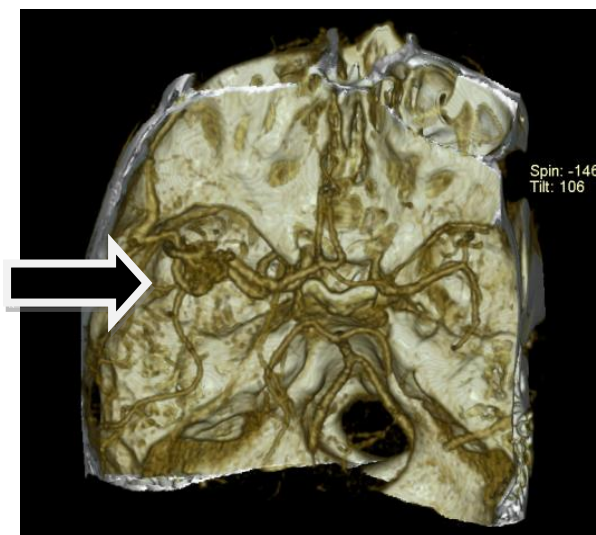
СКТ-ангиография сосудов головного мозга с 3D-реконструкцией пациентки Л-ой, 16 лет, история болезни №321-2012, стрелкой показана артериовенозная мальформация левой височной доли, заполняющаяся через гипертрофированные длинные ветви левой средней мозговой артерии и дренирующаяся в глубокие вены мозга
